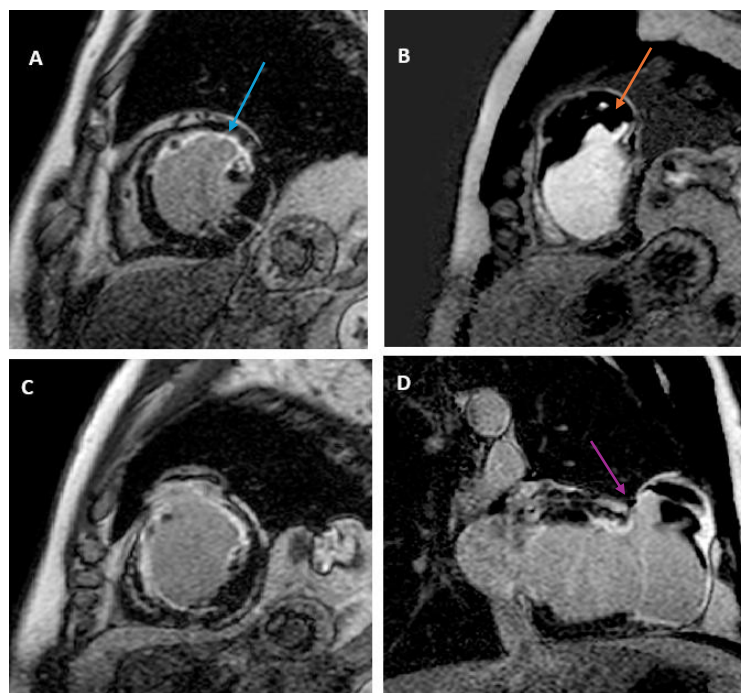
Cine-ressonância magnética cardíaca. Na imagem A, na região média do coração, é possível notar área de infarto anterior pela presença do realce tardio (seta azul). Na imagem B, numa visualização apical, há a constatação de trombo intracavitário (seta laranja). Na imagem D, o colo do pseudoaneurisma torna-se evidente (seta roxa).
